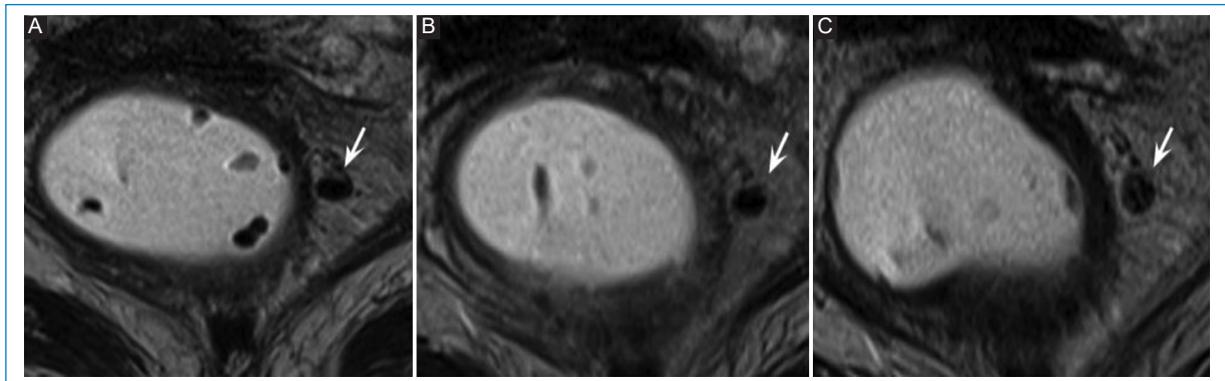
Recrecimiento tumoral extramural. Mujer de 80 años en seguimiento por cáncer de recto inferior. T3b N1 por ganglio mesorrectal en hora 3. Respuesta completa al tratamiento posterior a neoadyuvancia. A: RM posterior a neoadyuvancia. Depósito tumoral con signos de buena respuesta radiológica. B: RM de control 3 meses posterior al inicio de WW. Depósito tumoral discretamente aumentado de tamaño con respecto al examen previo, aunque con señal homogénea hipointensa. C: RM de control 6 meses posterior al inicio de WW. Depósito tumoral con cambios en su estructura, de aspecto heterogéneo y apariencia oval. La paciente evoluciona con progresión hepática, pulmonar y en el sistema nervioso central de su enfermedad de base.
